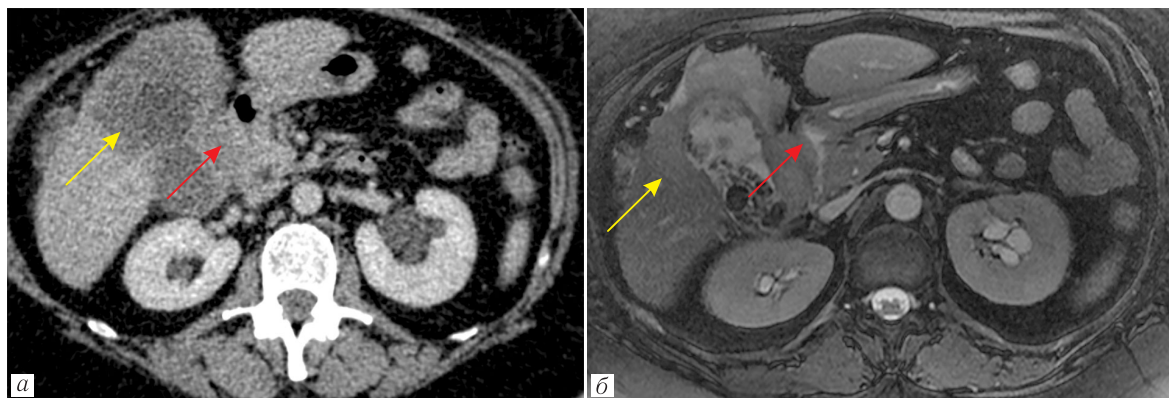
КТ, венозная фаза, аксиальный срез (а) и МРТ, аксиальный срез (б), T1-FatSat: вовлечение в процесс перивезикальной клетчатки, пилорического отдела желудка (красные стрелки), а также распространение на прилежащие сегменты правой доли печени за счет нечетких, неровных гиперинтенсивных масс (желтые стрелки)
